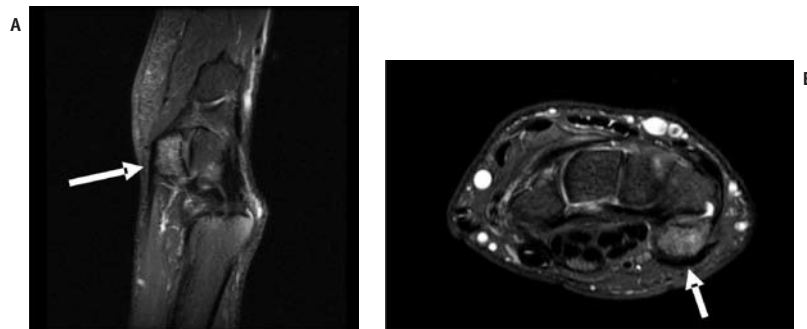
RM do punho no plano sagital (A) e axial (B), ponderadas em T2 com saturação de gordura em atleta ciclista praticante de mountain bike. Há hipersinal da medular óssea do osso pisiforme (edema), inferindo reação de estresse/sobrecarga mecânica (setas).
